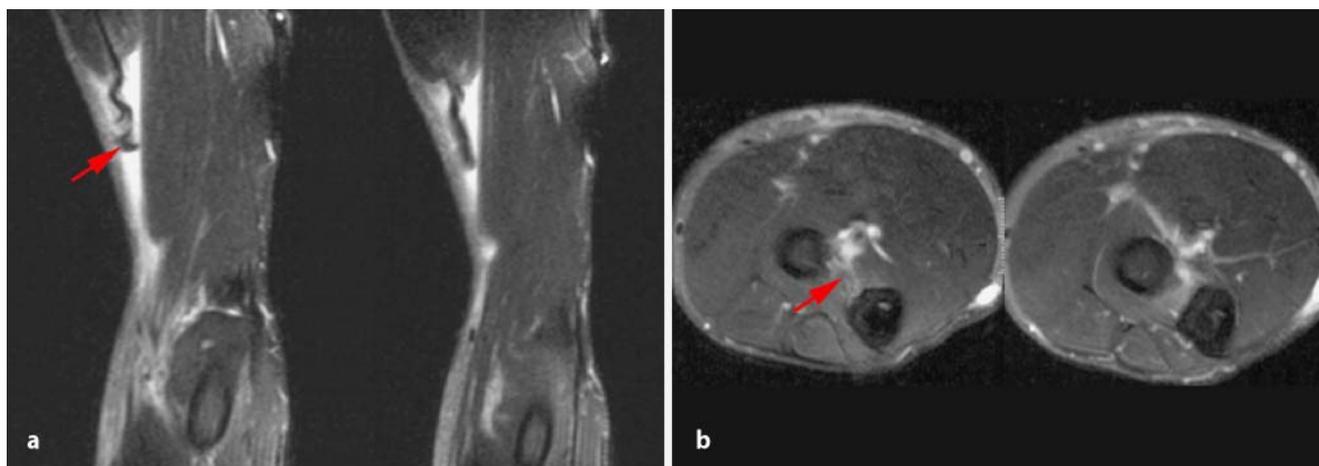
▲ Rupturierte distale Bizepssehne in der Magnetresonanztomographie
